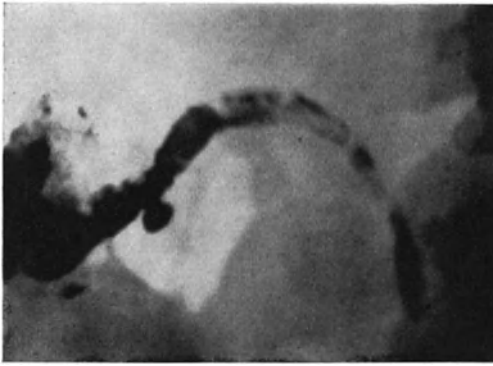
Röntgenologisch dargestelltes Divertikel der Appendix. Klinisch: 50jähriger Mann mit unklaren Obstipationsbeschwerden. (Nach BERG.)
